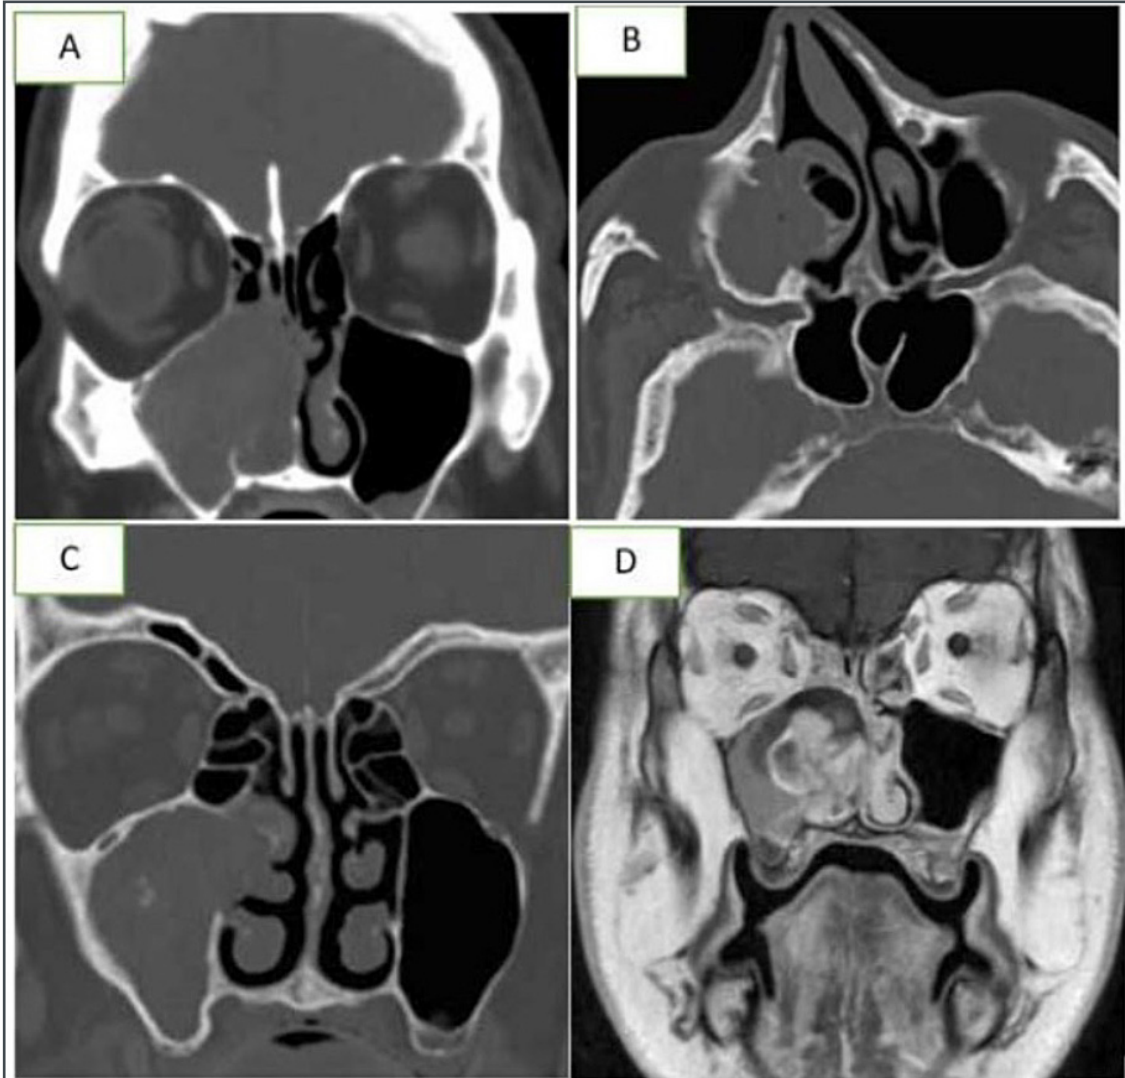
Caso 3. (A-B): TC che mostra l'erosione della parete media del seno mascellare e l'iperostosi della parete orbitaria inferiore come unico segno peculiare. (C-D): MRI che evidenzia le caratteristiche del papilloma invertito, incluso l'aspetto contorto alle immagini pesate in T1 e T2 con contrasto. Questo aspetto caratteristico è legato all'alternanza di segnale ipointenso e iperintenso all'interno della massa.
